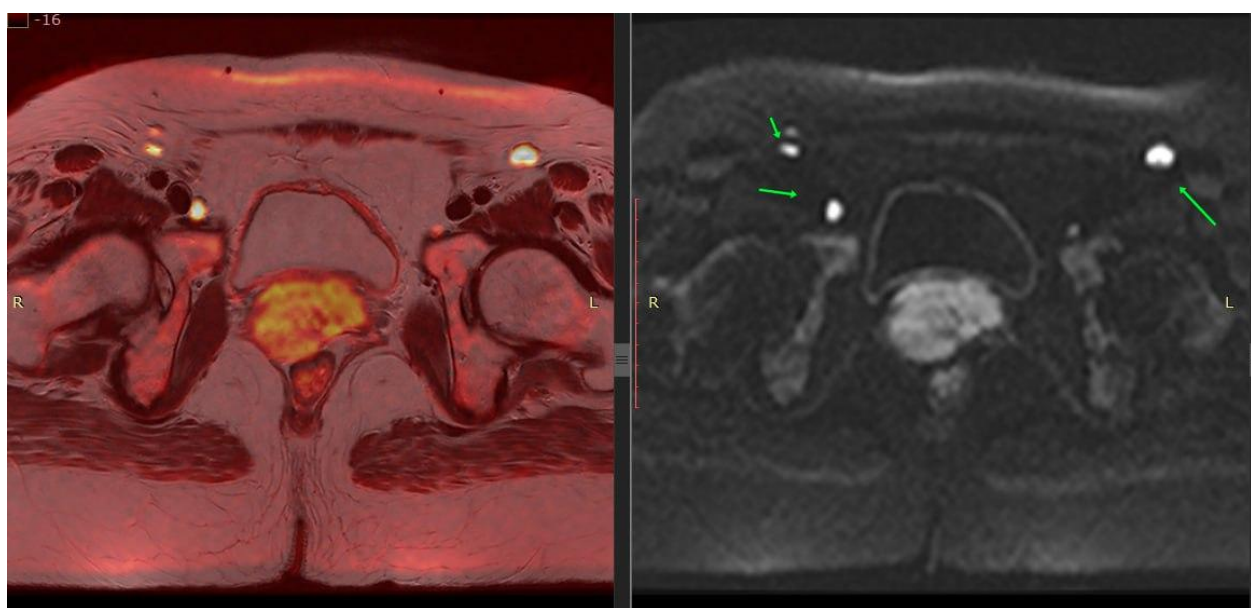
МРТ органов малого таза у больной с РШМ III ст. DWI, экзофитная опухоль, увеличением паховых л/узлов с обеих сторон.
